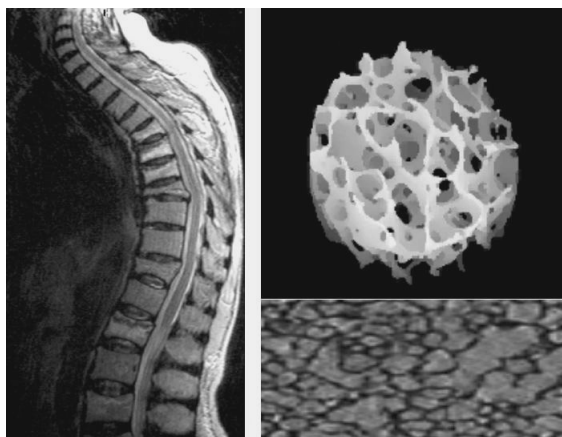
Reconstrucción de estructura trabecular obtenida por micro RM. (Cortesía Dra. Alcaraz).
